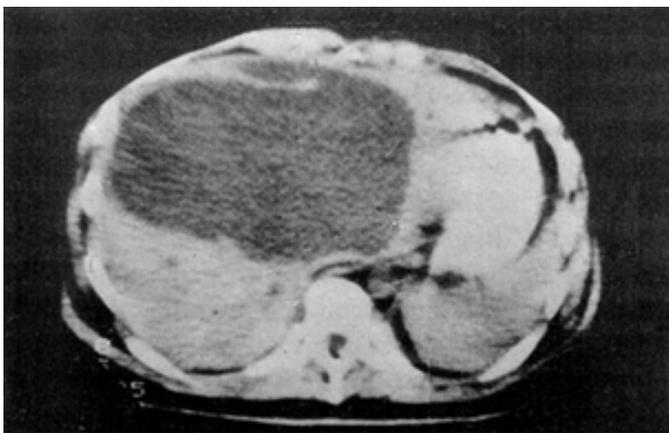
Tomografía axial computada de abdomen. Se observa una colección intraparenquimatosa hipodensa, de bordes regulares en la zona que corresponde a los segmentos 4, 5, 7 y 8.
